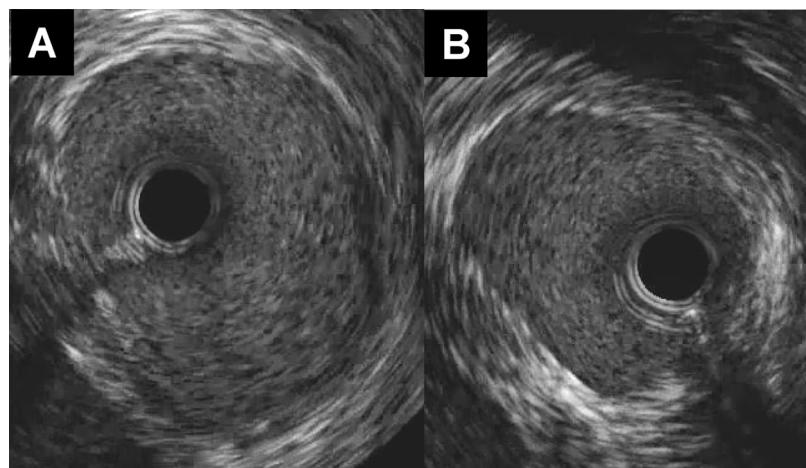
Images d'échographie endocoronaire au niveau de la portion proximale (panel A) et de la portion distale (panel B) du tronc commun connecté dans le sinus antérodroit avec un trajet pré-aortique sans passage intramural. On note un aspect ovoïde des lumières artérielles et une hypoplasie vasculaire de la portion distale du tronc commun. L'aventice bien visible exclut un passage intramural.
